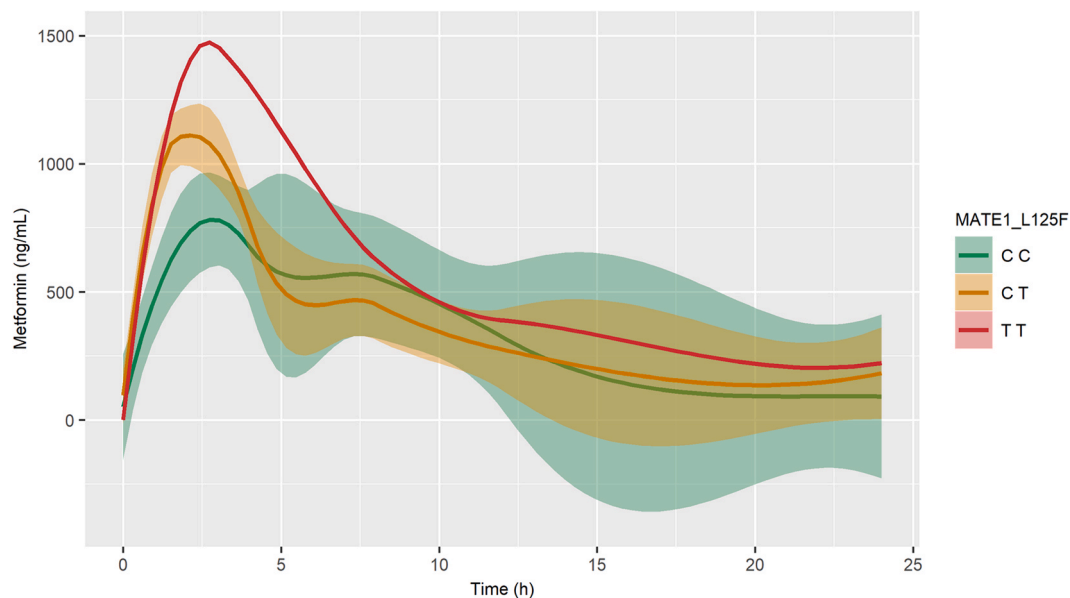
Plasma metformin according to *MATE1* rs77474263C>T genotype. There is an increase in metformin concentration in patients carrying one or two copies of the T allele. The shaded areas represent the standard deviations of the CC and CT values.
